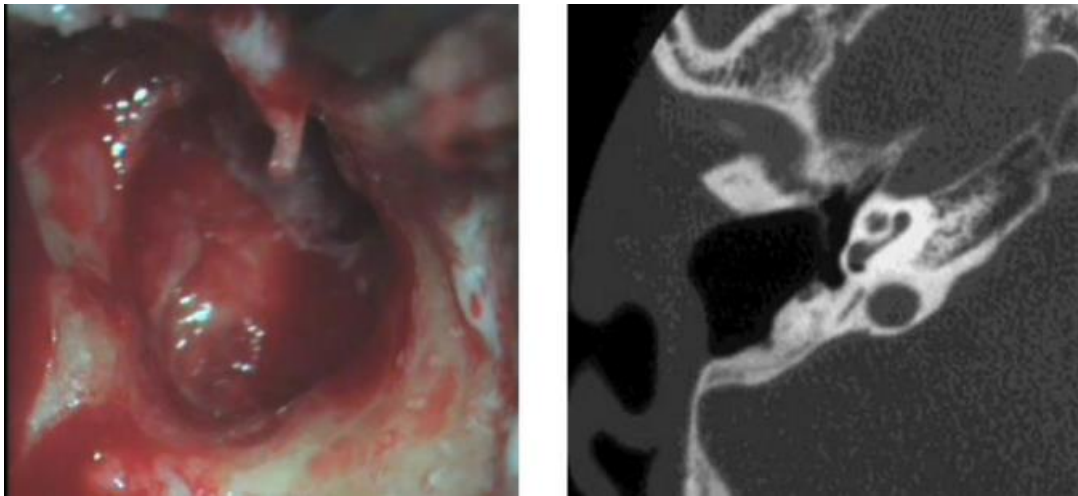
Cholestéatome antro-attical opéré par une technique ouverte + Coupe TDM, axiale d'une technique ouverte [68].
